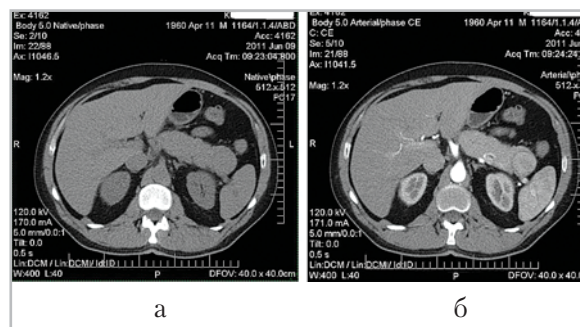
Компьютерные томограммы брюшной полости и забрюшинного пространства в аксиальных плоскостях: *а* — изображение в условиях естественной контрастности: ткань образования изоденсна паренхиме поджелудочной железы; *б* — изображение в артериальную фазу контрастирования: неоднородное, выраженное в большей степени по периферии, накопление контрастного вещества тканью образования
